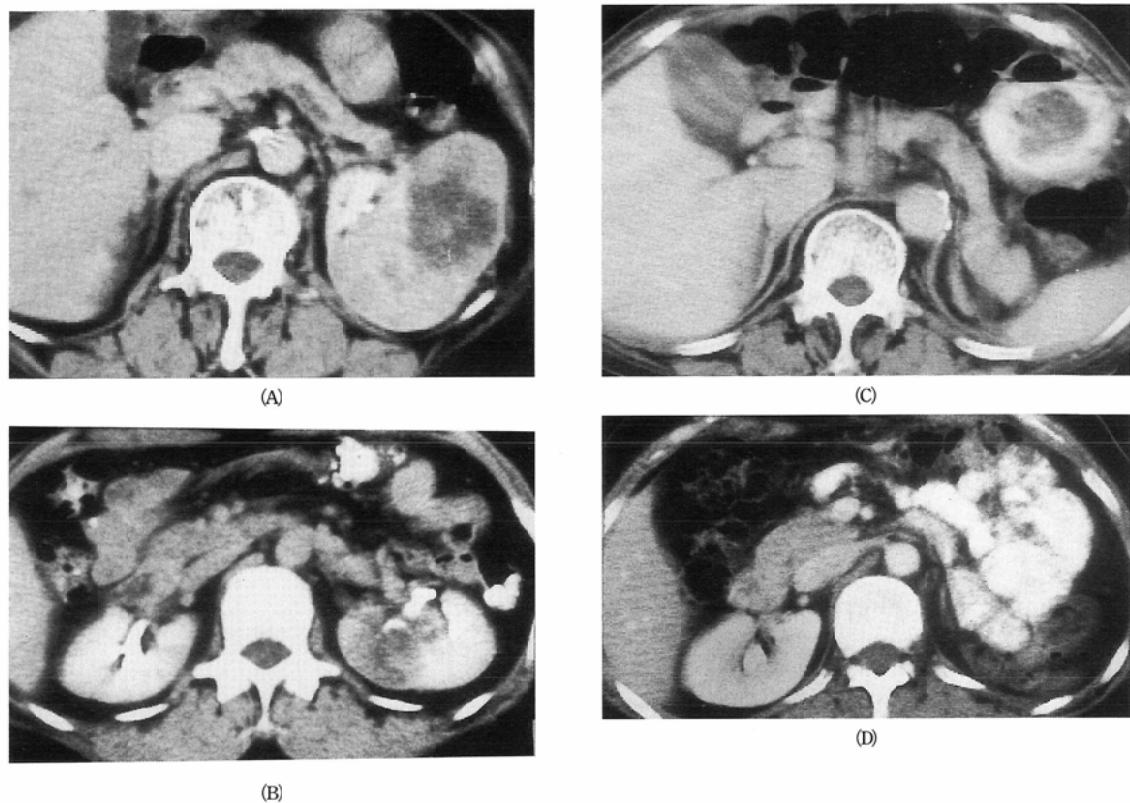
CT features after left nephrectomy : (A) (B) Preoperative and (C) (D) postoperative scans (C) After left nephrectomy, the tail of pancreas and the spleen shifts posteromedially. (D) And multiple loops of small bowel occupy the vacant renal fossa.
